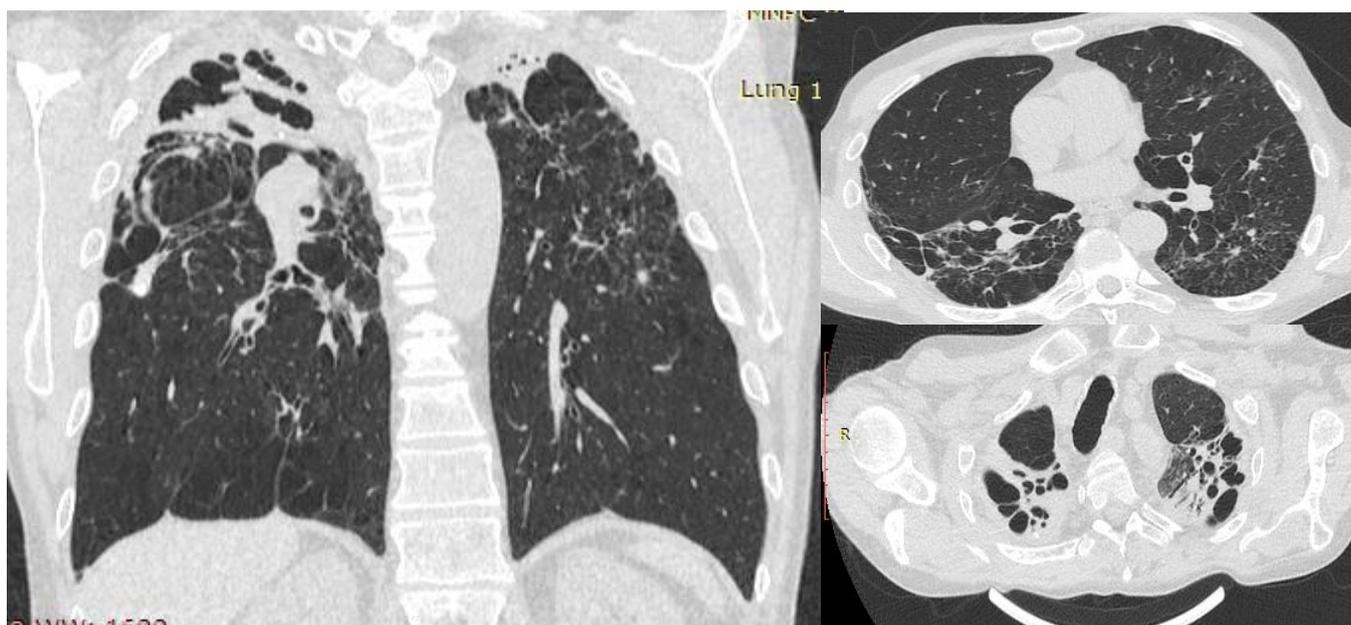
КТ ОГК пациента Ж. от 20.04.2020г
